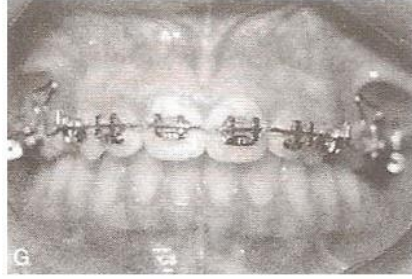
(continued) The patient's dental condition is shown in the lateral cephalometric radiograph (A) and the intraoral photograph (B) of the maxillary anterior teeth. The overjet is 6 mm. The patient's maxillary dental arch model (C) and the intraoral photograph (D) of the maxillary anterior teeth show the overjet. The intraoral photograph (E) shows the overjet of the maxillary anterior teeth.
